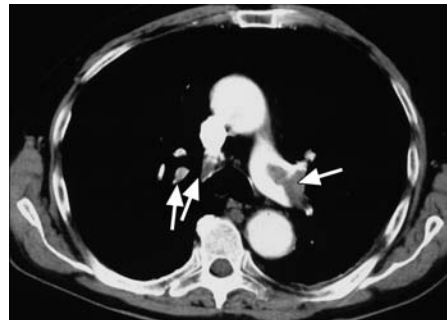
Angiografía por tomografía computarizada torácica que muestra una embolia pulmonar bilateral en ambos troncos principales (flechas).
